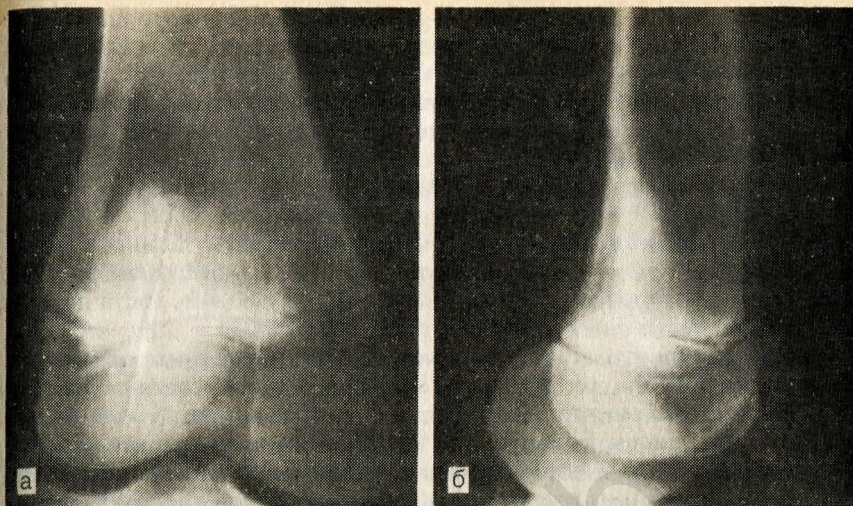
Рентгенограмма в передней (а) и боковой (б) проекциях дистального отдела бедренной кости у больного с саркомой Юинга.
